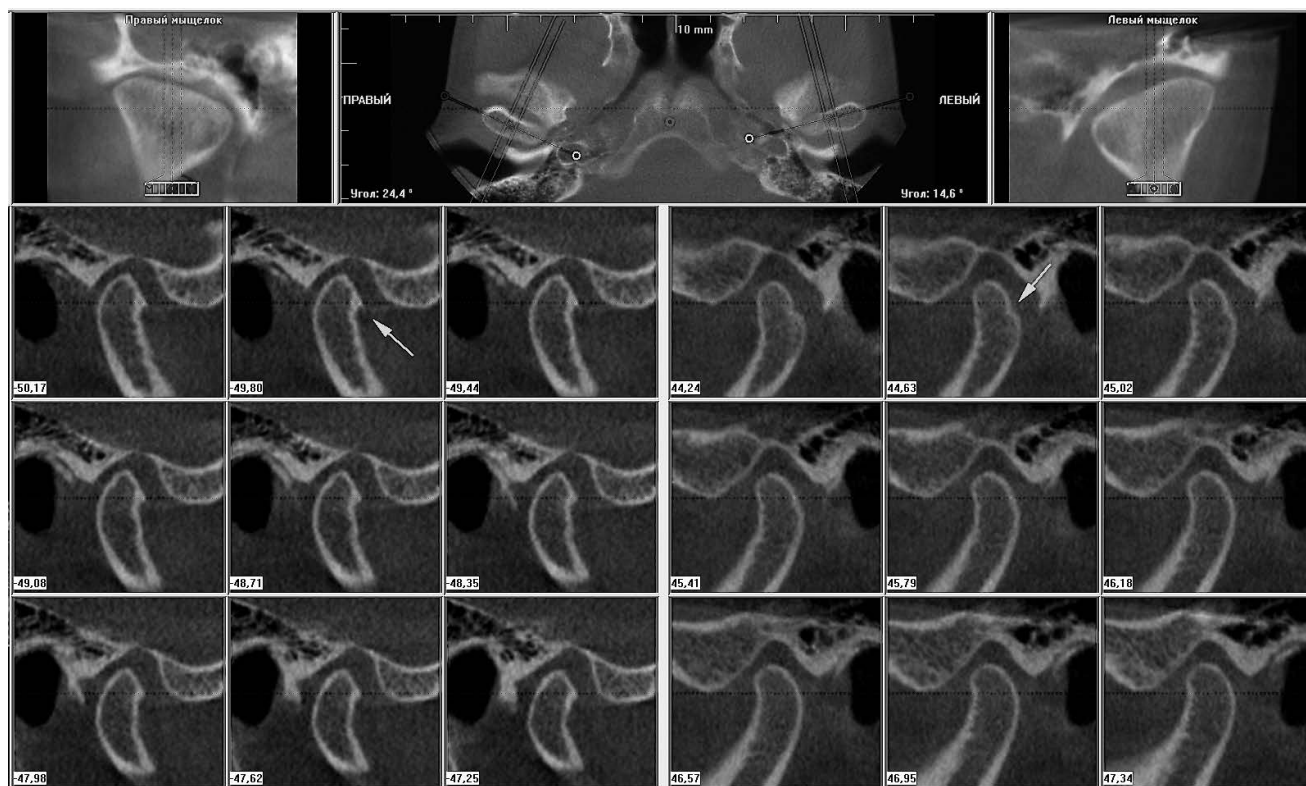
КТ височно-нижнечелюстного сустава у больного с храпом и СОАС.
